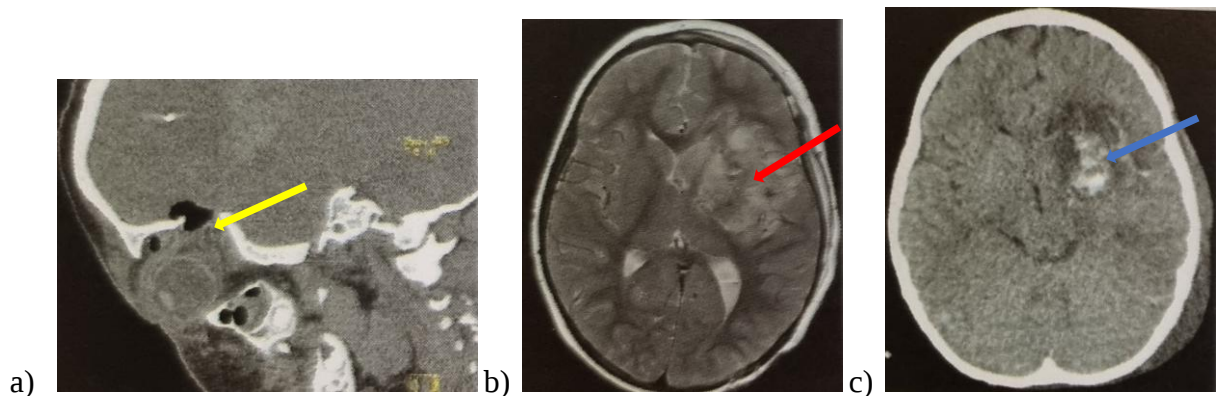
Postoperative Bildgebung nach Entfernung des intrakraniellen FK. a) Kraniaelles CT, sagittale Projektion, 1. postoperativer Tag (POT), Orbitadachfraktur mit Lufteinschlüssen, wesentliche Bulbusdislokation nach kaudal (gelber Pfeil). b) MRT des Schädels, T2-Sequenz, axiale Projektion, 1. POT, Parenchymschaden mit perifokalem Ödem in den linken Basalganglien (roter Pfeil). c) Kraniaelles CT, axiale Projektion, 4. POT, Parenchymschaden in den linken Basalganglien(blauer Pfeil).
